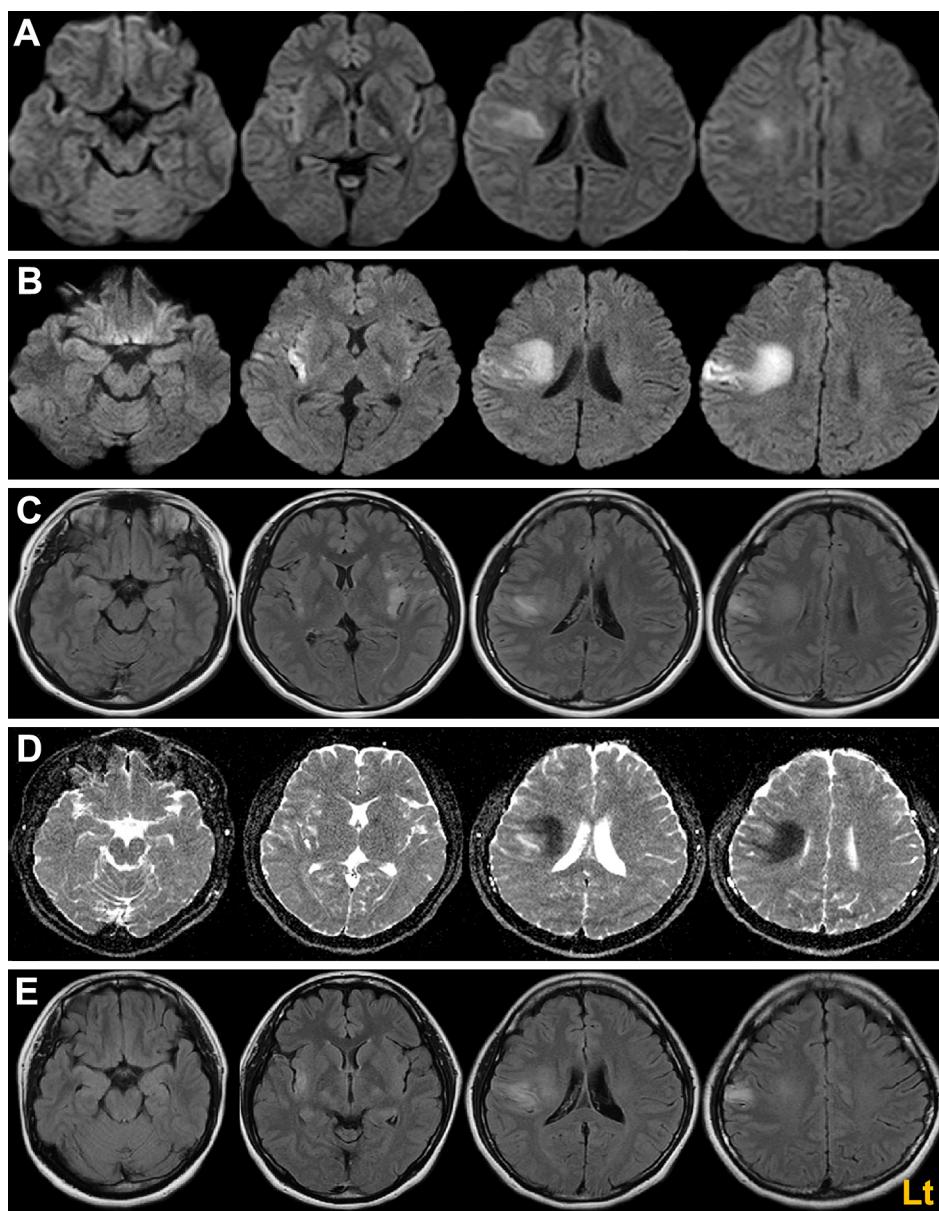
Axial brain MRI findings in the patient.
